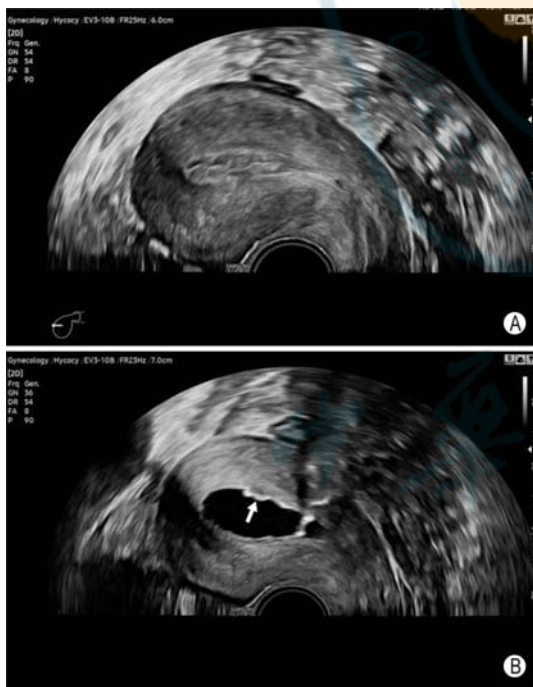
子宫内膜褶皱声像图 A：经阴道常规超声矢状切面显示分泌期子宫内膜回声不均匀；B：同一患者生理盐水灌注宫腔声学造影（SIS）矢状切面可观察到子宫内膜褶皱（箭头所示）
